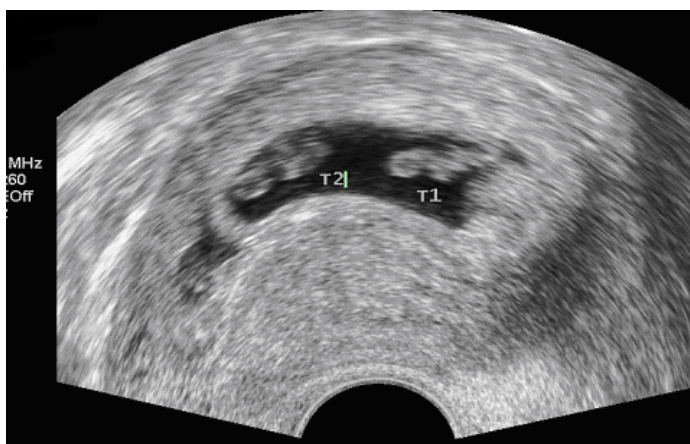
單一絨毛膜雙胞胎在超音波之下可以看到只有一個懷孕的囊。
